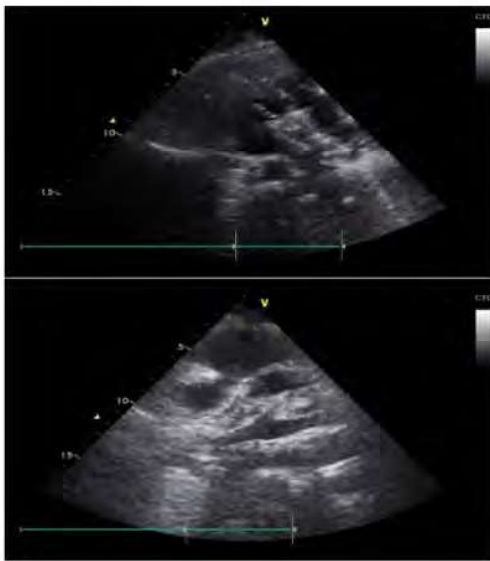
Contrôle échocardiographique à J3
